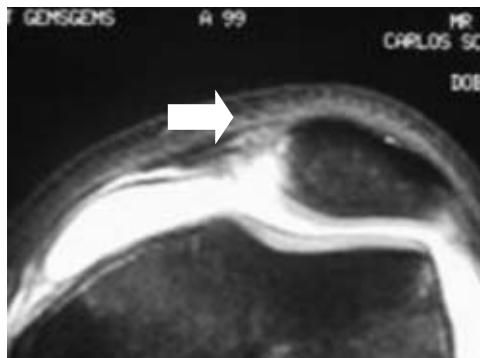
RM de un paciente que sufrió luxación traumática de la patela. La flecha señala la disrupción del LPFM en su inserción.
